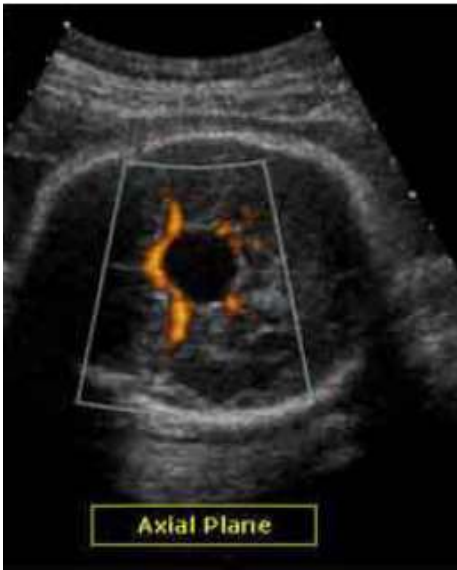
Quisto aracnóide em plano transversal e círculo de Willis visível com Doppler [*adaptado de Gianluigi et al. 2002*].⁽¹³⁾
